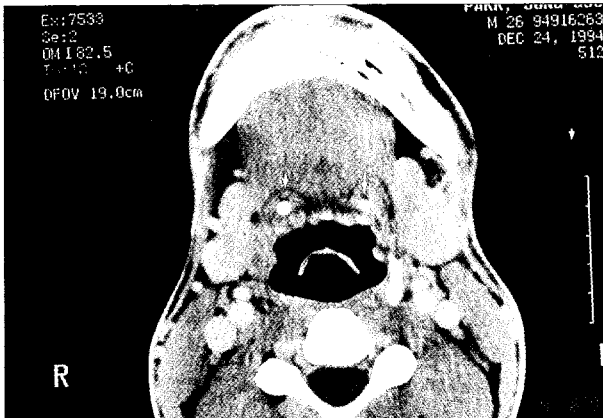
양측 경동맥 내측에 약 3.5 - 5.5mm까지의 굵기로 확대된 원형의 방사선 불투과상을 보이는 석회화된 경상돌기인대의 술전 전산화단층촬영영상(증례 1).
